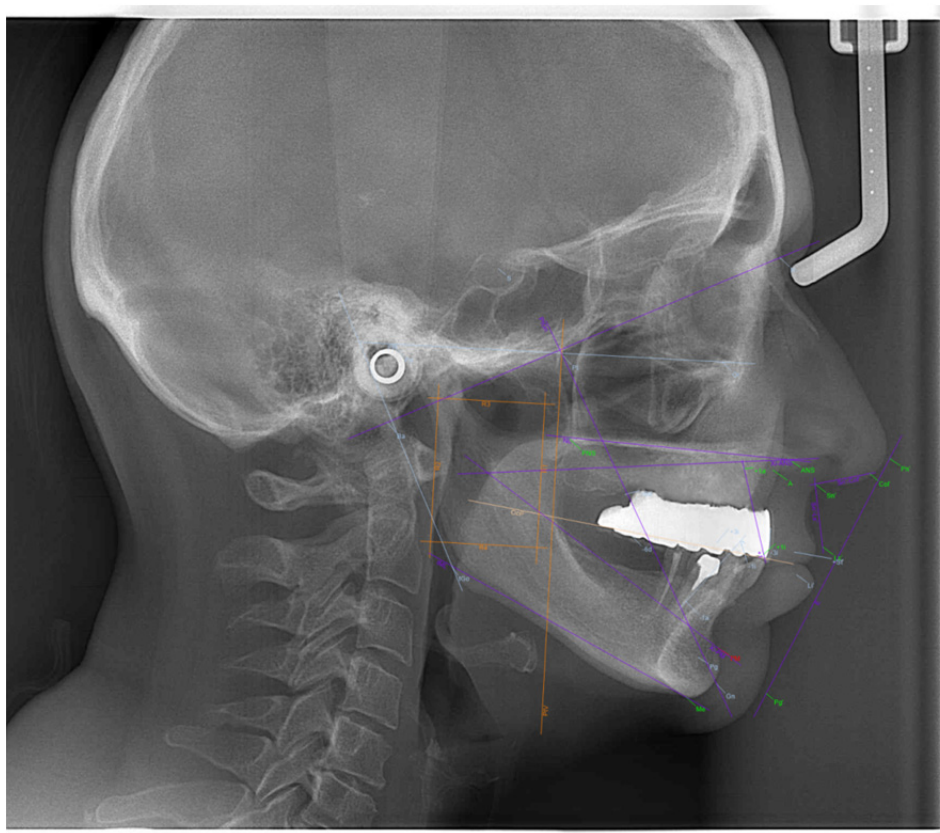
Боковая ТРГ на этапе постановки зубов из рентгенконтрастного воска в пластмассовом базисе
